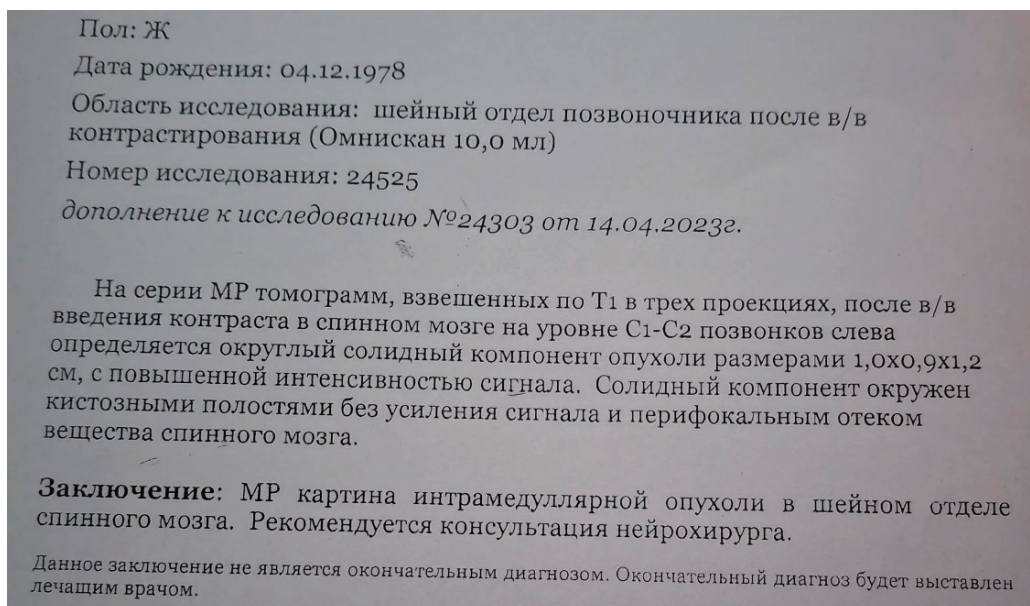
Заключение МРТ шейного отдела с контрастом от 23.04.2023
